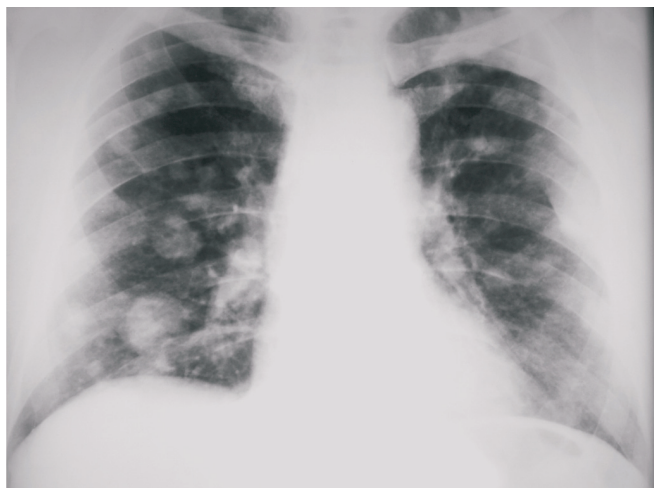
Radiografia cutiei toracice
